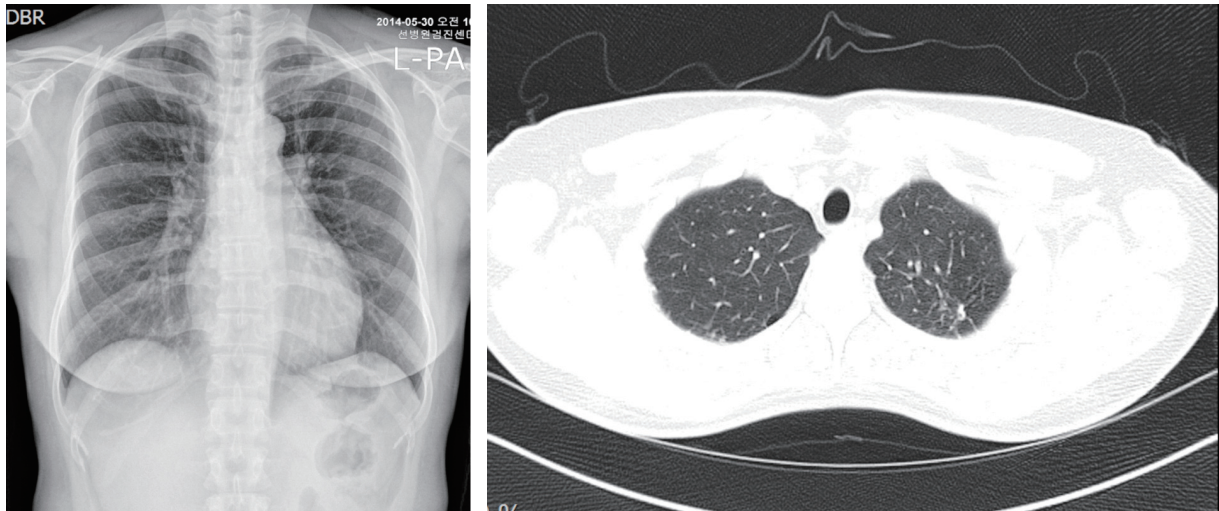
Chest X-ray and computed tomography show inactive tuberculosis lesions in the left upper lung field.
